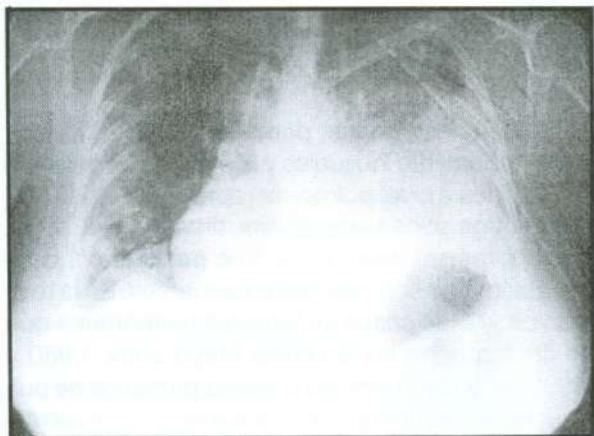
TAC de tórax en el cual se aprecia imagen sugestiva de quiste pericárdico. Existe además derrame pleural masivo izquierdo e infiltrados alveolares periféricos a nivel de pulmón derecho.
